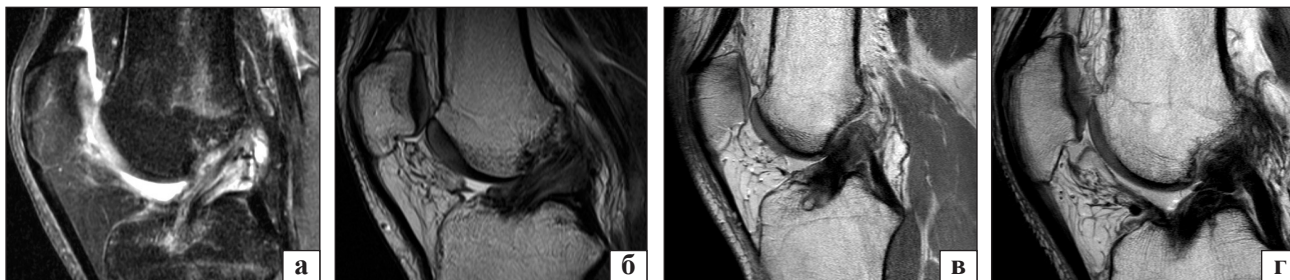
Динамика перестройки трансплантата на МРТ-сканах через 3 (а), 6 (б), 9 (в) и 12 (г) мес. после артроскопической пластики ПКС
